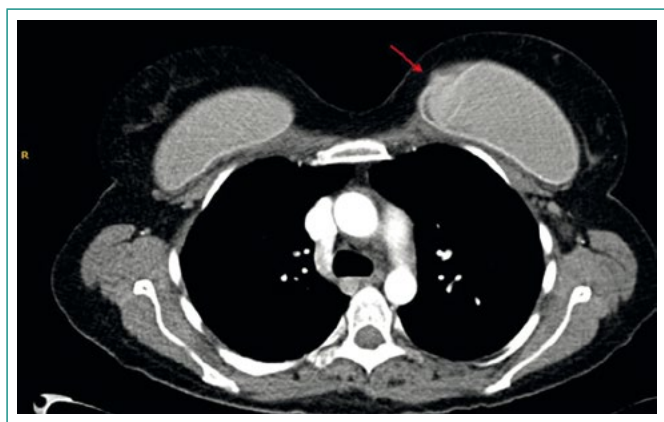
TC toracoabdominal. La flecha roja indica la zona de ruptura de la prótesis mamaria izquierda
